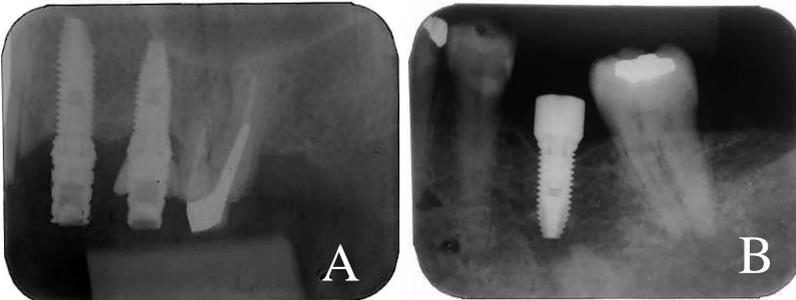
Radiografia periapical após 6 meses da instalação dos implantes, (A) elementos 24 e 25 com provisórios e (B) 36 com cicatrizador
